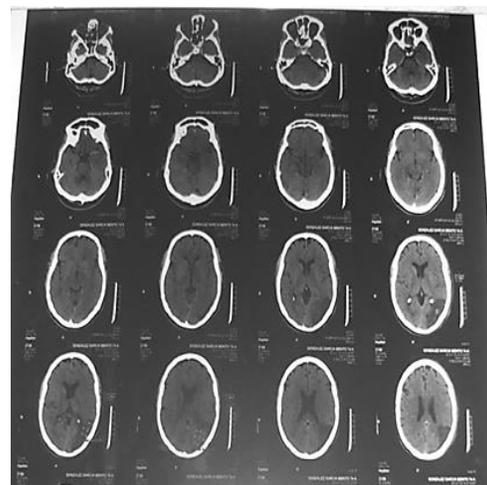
TAC de Cráneo a las 48 horas.
